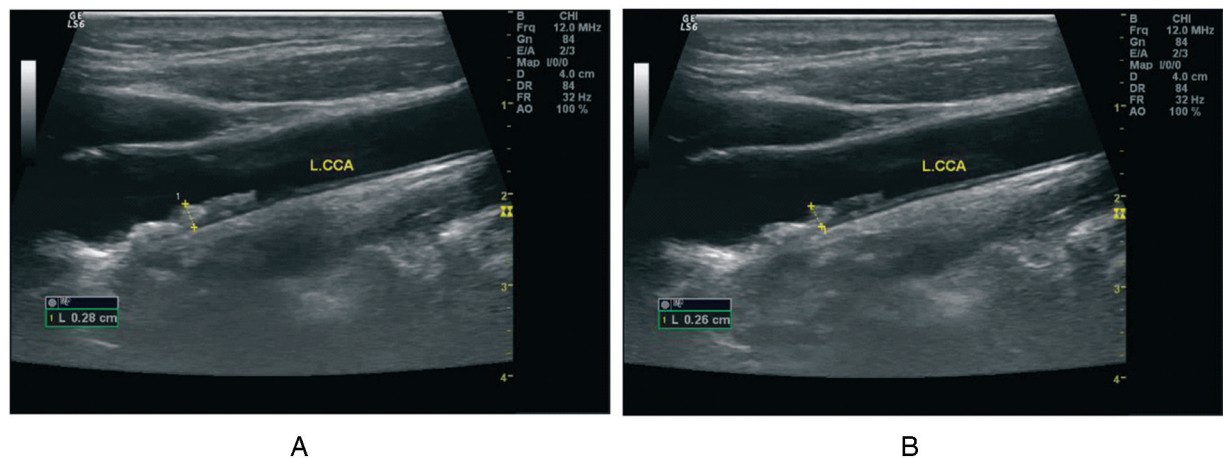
超声检测颈动脉粥样硬化斑块 A 为治疗前,B 为瑞舒伐他汀钙治疗 3 个月后。
